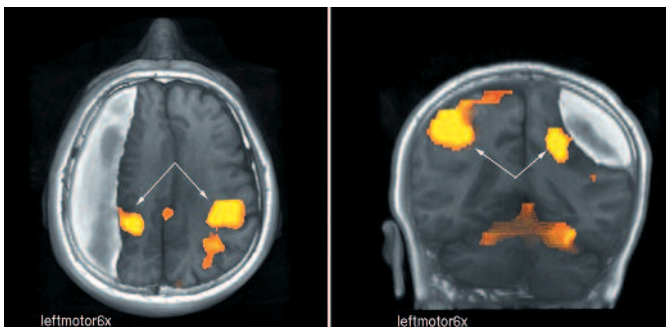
Функциональная МРТ при посттравматической правосторонней ХСГ: выявляются выраженные различия в корковых представлениях двигательных зон (у больного левосторонний гемипарез) пораженного и здорового полушарий головного мозга. Смещение и уменьшение в размерах зоны коркового представления левой руки (стрелки – желтый цвет).
